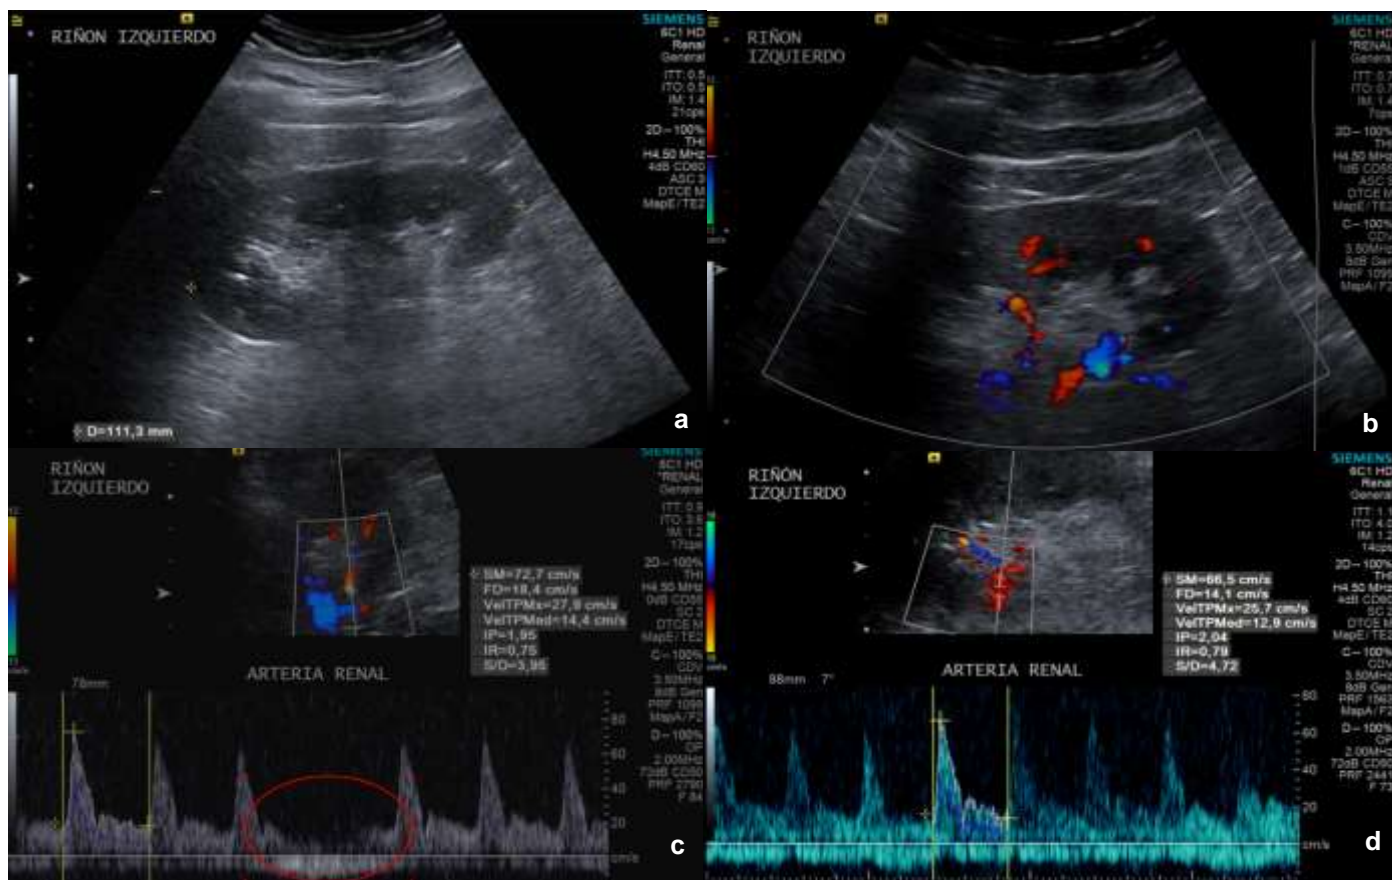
a. USG Doppler pulsado de riñones nativos en mujer de 70 años con urosepsis (SOFA 3) y desarrollo de LRA con nivel de CrS de 2.1 mg/dL b. VIR grado 2 c. modalidad triplex con IRR de 0.75 elipse: movimiento respiratorio. d. USG de control a las 24 horas posterior a reporte de CrS de 2.4 mg/dL, con IRRc de 0.78. (correlación lineal).
